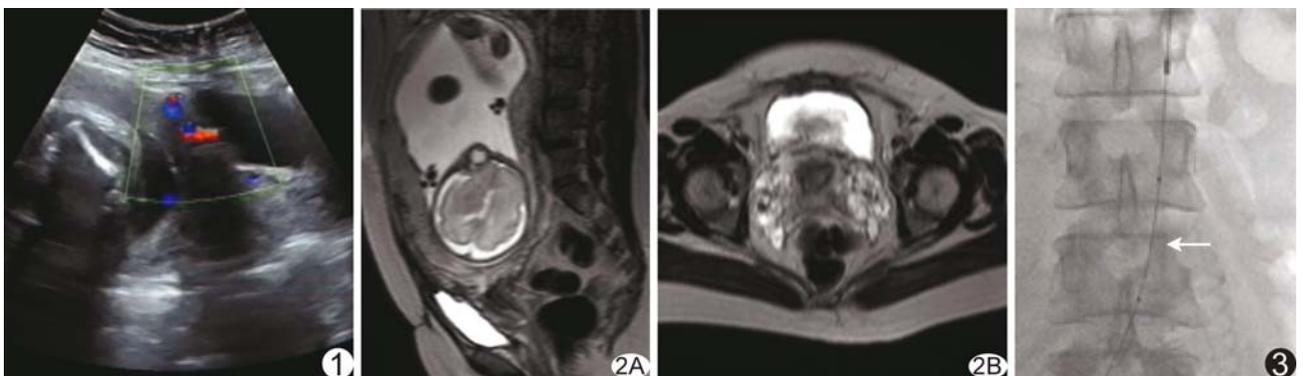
超声示凶险性前置胎盘伴胎盘植入,与膀胱壁关系密切,血运丰富 图 2 MRI 矢状位(A)和轴位(B)图像示凶险性前置胎盘伴胎盘植入,胎盘前下缘见粗大血管影突入膀胱 图 3 DSA 示腹主动脉球囊导管置于双肾动脉与髂总动脉分叉之间(箭示球囊)
